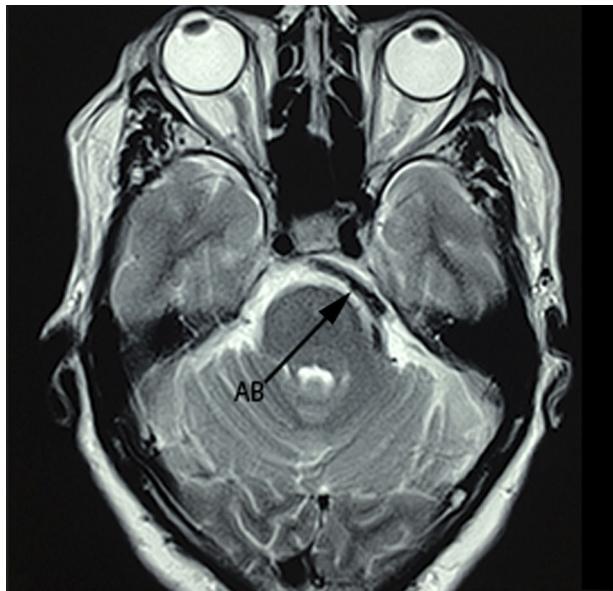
Corte axial de resonancia magnética secuencia FIESTA, donde se aprecia el desplazamiento y compresión del nervio trigémino (V NC) en su porción cisternal del lado derecho. Arteria basilar (AB).
